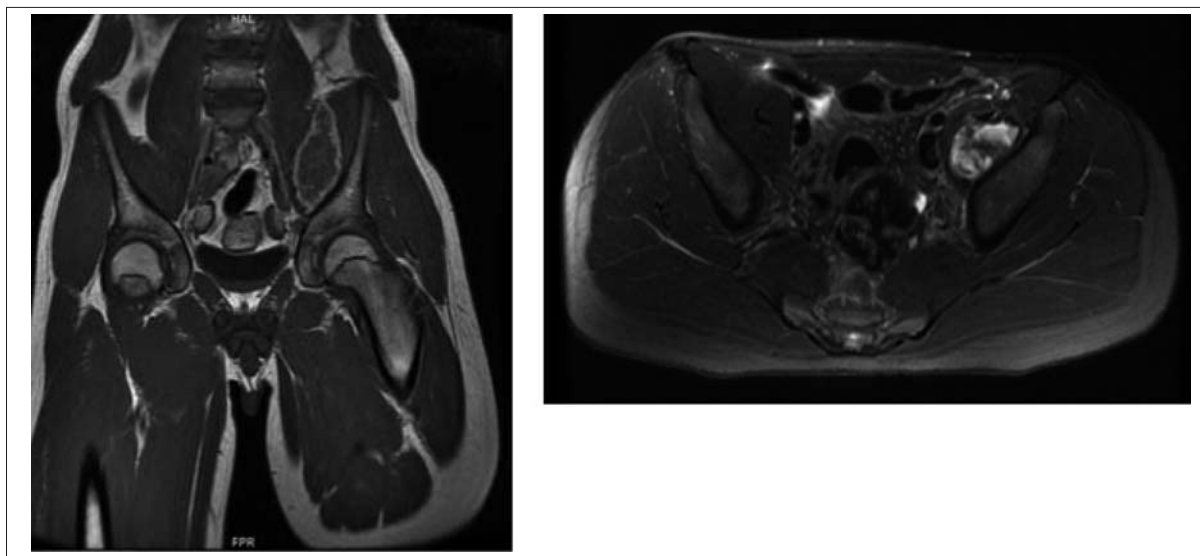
Resonancia magnética, corte longitudinal (izquierda) y transversal (derecha) donde se visualiza hematoma de músculo psoas iliaco izquierdo.
